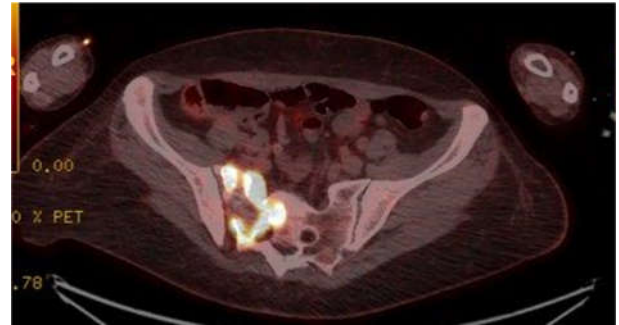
PET-TAC que informa de lesión ósea en hemisacro derecho con características metabólicas de malignidad, sin afectación en otras localizaciones.
